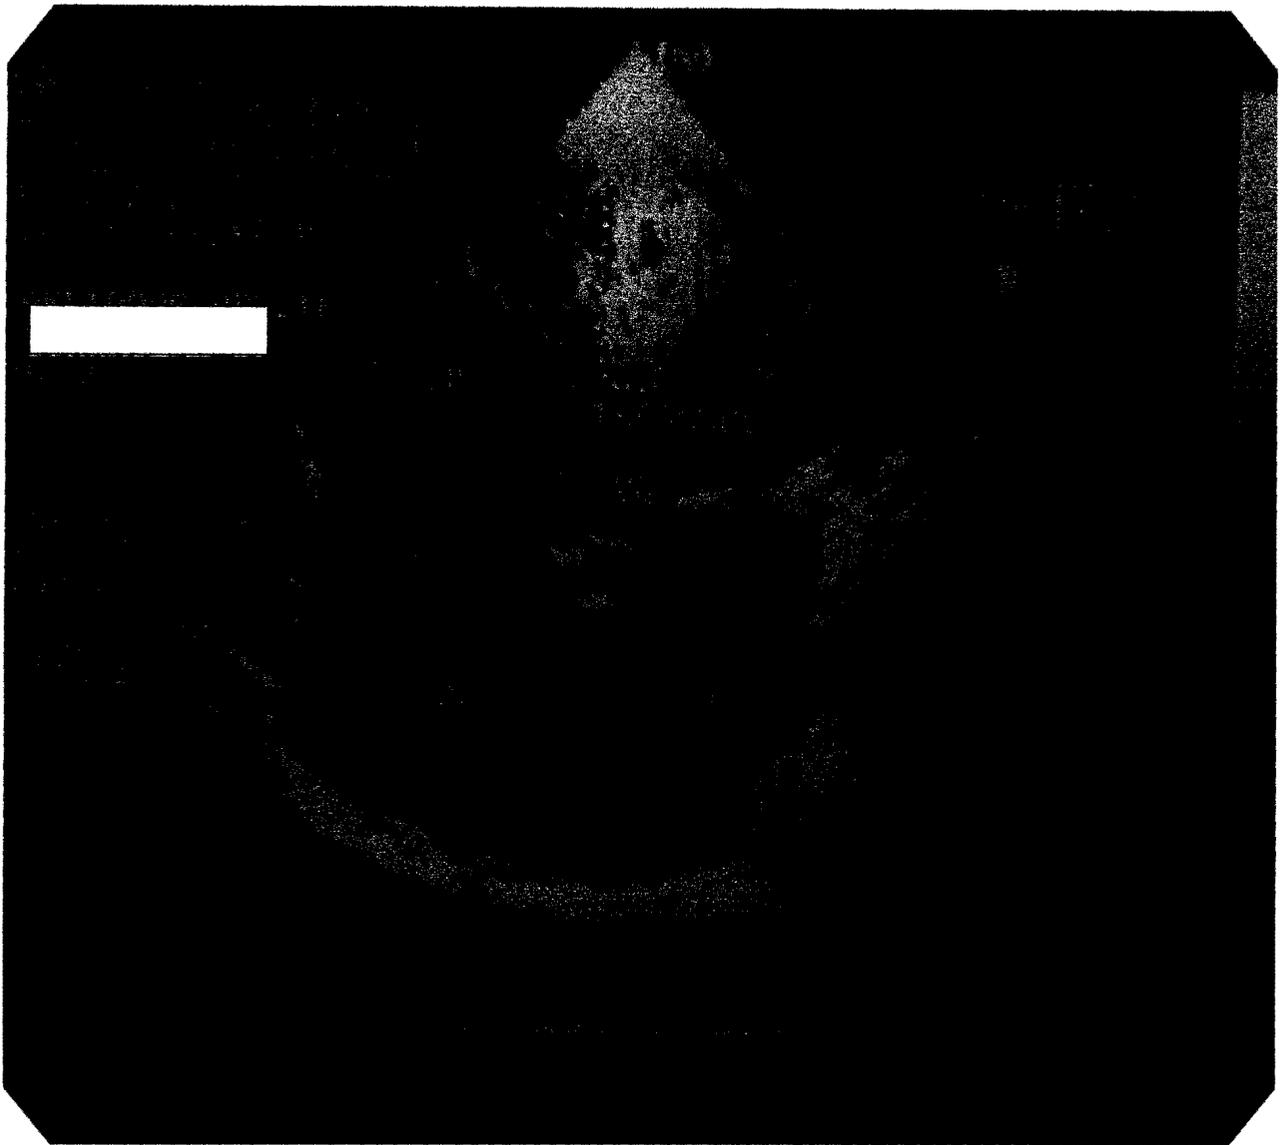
ECHOCARDIOGRAPHIE TRANSTHORACIQUE BIDIMENSIONNELLE, COUPE APICALE 4 CAVITES VISUALISANT LES CAVITES DU VENTRICULE GAUCHE (VG), DU VENTRICULE DROIT (VD), DE L'OREILLETTE GAUCHE (OG), DE L'OREILLETTE DROITE (OD) ET UN VOLUMINEUX THROMBUS A L'APEX DU VG (FLECHE).
